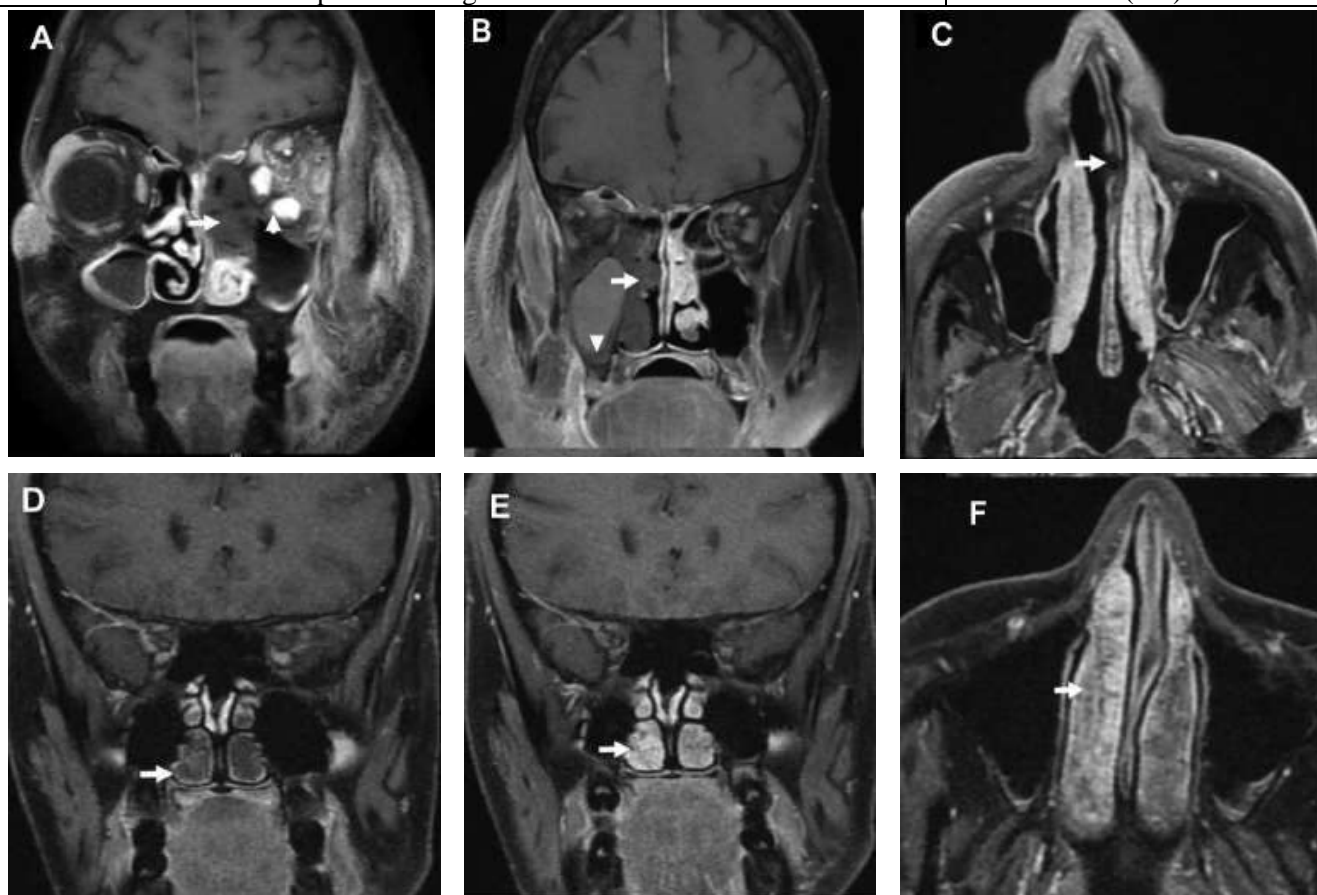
Key imaging features in from 3 different patients showing varying degree of nasal turbinate and nasal septum involvement. All 3 patients had recovered from COVID-19 and were readmitted between 7 and 21 days. The top row is showing representative cases of the “black turbinate” sign (AeB) and nasal septal involvement (C), and the bottom row is representing benign turbinate hypertrophy from control patients outside the study cohort (DeF). (A) Coronal T1-weighted (T1W) fat-saturated postcontrast image shows complete lack of enhancement involving left-sided turbinates representing the “black turbinate” sign (arrows). Also note extension to ipsilateral orbit (arrowhead) and extensive soft-tissue inflammation in the right infratemporal fossa (arrowheads). (B) Coronal T1W fat-saturated postcontrast image shows complete lack of enhancement involving right-sided turbinates representing the “black turbinate” sign (arrows) Also note the lack of mucosal enhancement in the ipsilateral maxillary sinus (arrow) and extensive soft tissue inflammation in the left infratemporal fossa (arrowheads). (C) Axial T1W fat-suppressed postcontrast image showing nasal septal perforation (arrows). (D) Coronal T1W fat-saturated postcontrast image showing preserved enhancing mucosal lining (arrow). (E) Coronal T1W fat-saturated 5 minutes’ delayed postcontrast image showing progressive complete enhancement of turbinates (arrow). (F) Axial T1W fat-saturated postcontrast images show features of normal turbinates like fine internal striations/septae (arrow).
